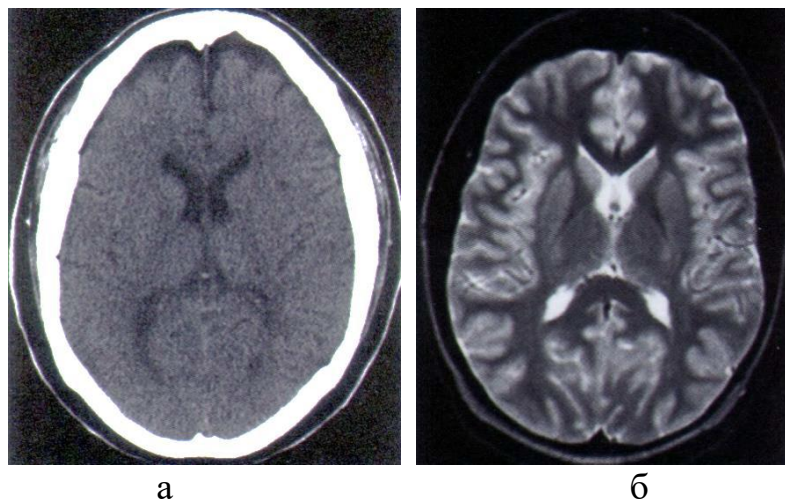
Зображення однієї й тієї області головного мозку: а – отримане під час РКТ, б – отримане під час МРТ [32].
